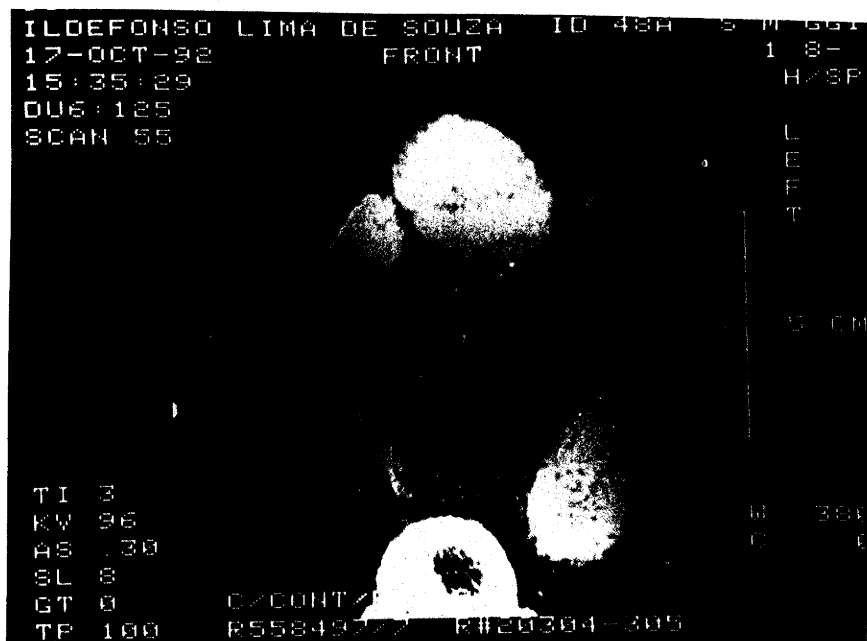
TAC com contraste IV magnificada. Observa-se adenomegalia aortopulmonar $>0,5$ cm (provável metástase) e compressão de traquéia. Paciente da casuística
